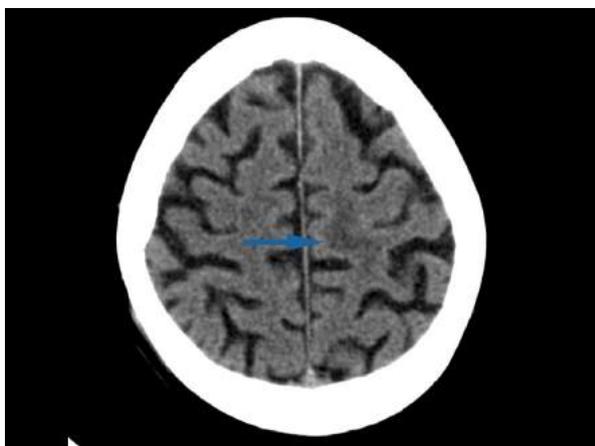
TC cerebral urgente donde se evidencia lesión en convexidad parietal izquierda, informada inicialmente como isquémica, sin signos de hipertensión intracraneal.
